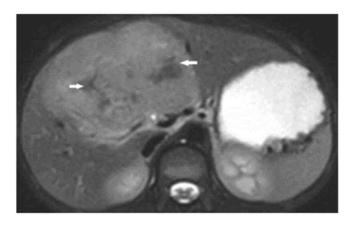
IRM pondération T2 : CFL du segment IV/V hépatique, avec cicatrice centrale hypodense (flèche blanche). Chaudhari et al. (11)
